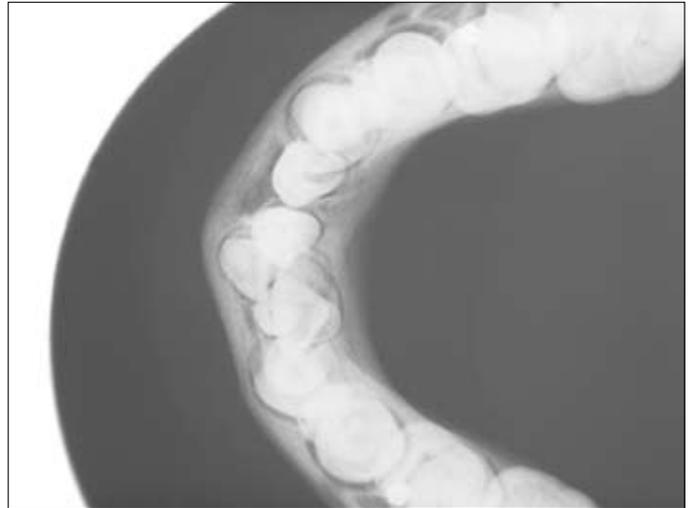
Radiografía oclusal.
